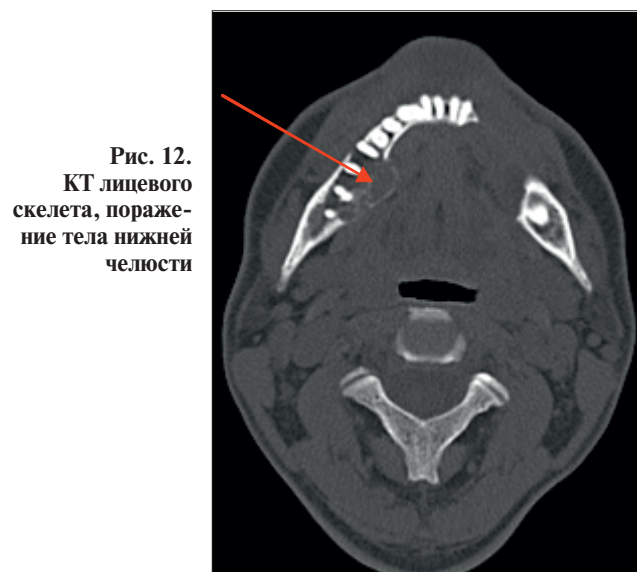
КТ лицевого скелета, поражение тела нижней челюсти
